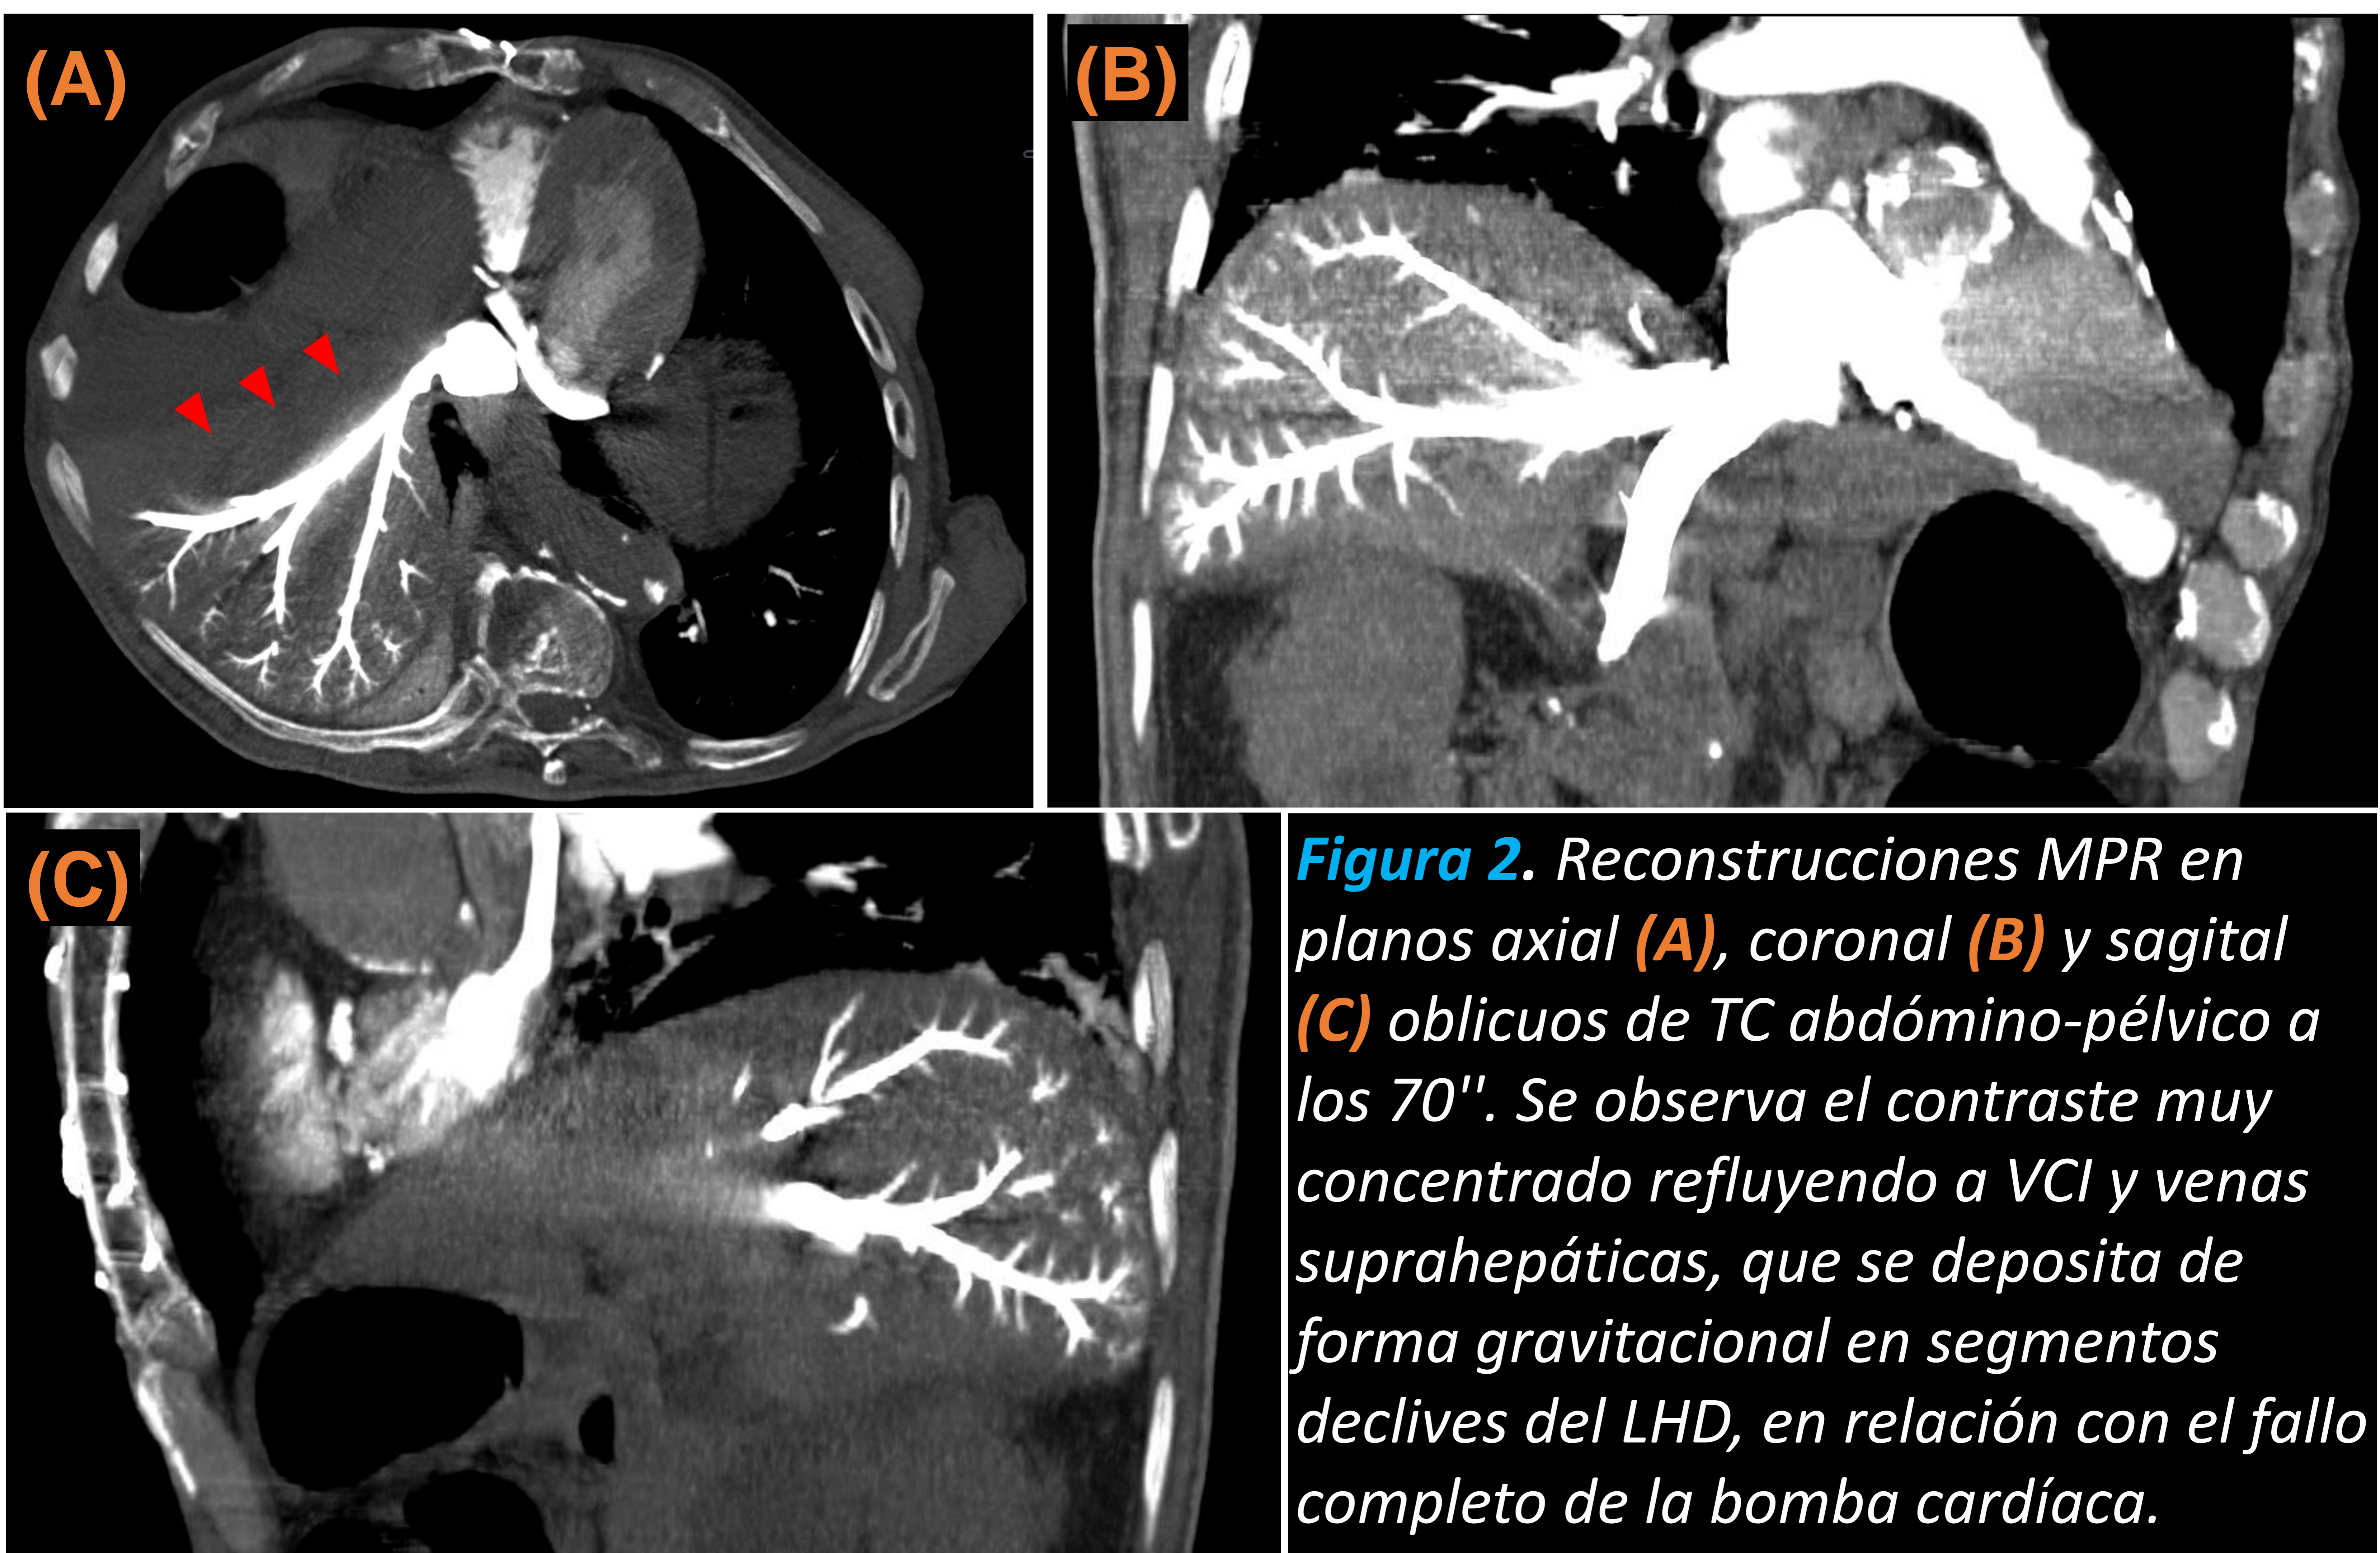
Reconstrucciones MPR en planos axial (A), coronal (B) y sagital (C) oblicuos de TC abdomino-pélvico a los 70". Se observa el contraste muy concentrado refluyendo a VCI y venas suprahepáticas, que se deposita de forma gravitacional en segmentos declives del LHD, en relación con el fallo completo de la bomba cardíaca.
